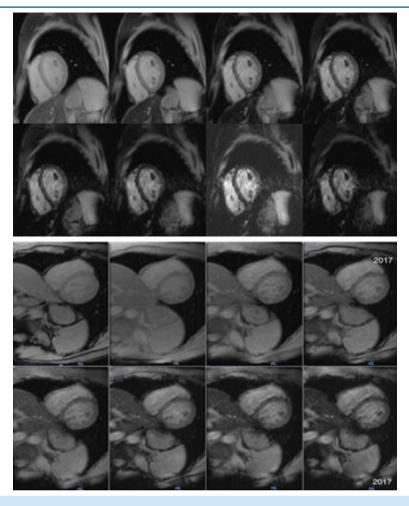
Ressonância Magnética Cardíaca pelo método T2*: Primeira imagem mostra característica de depósito miocárdico de ferro e a segunda imagem mostra melhora após o tratamento.
